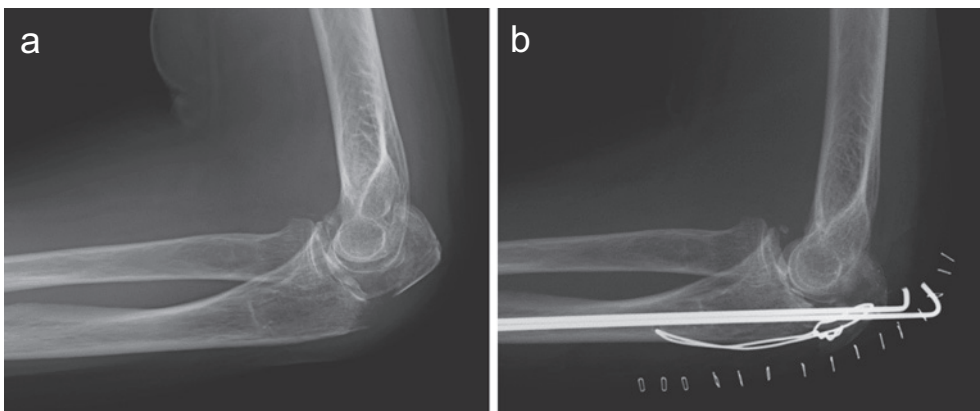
症例2 初回手術 X線 a: 初診時, b: 術後 4 日
